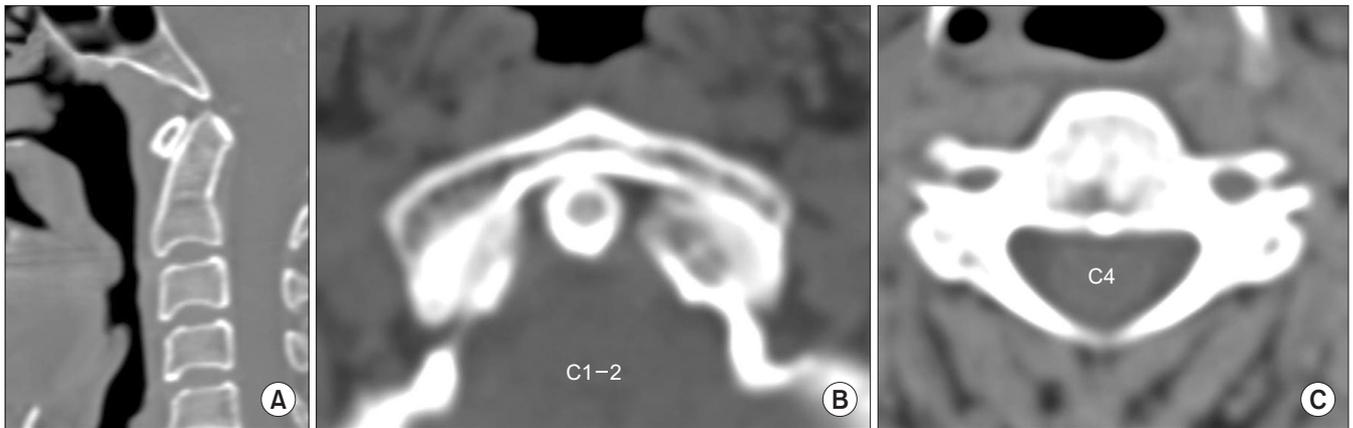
There is no definite calcific deposit on sagittal (A), axial at the level of C1-2 (B) and axial at the level of C4 (C) computed tomography scan.
